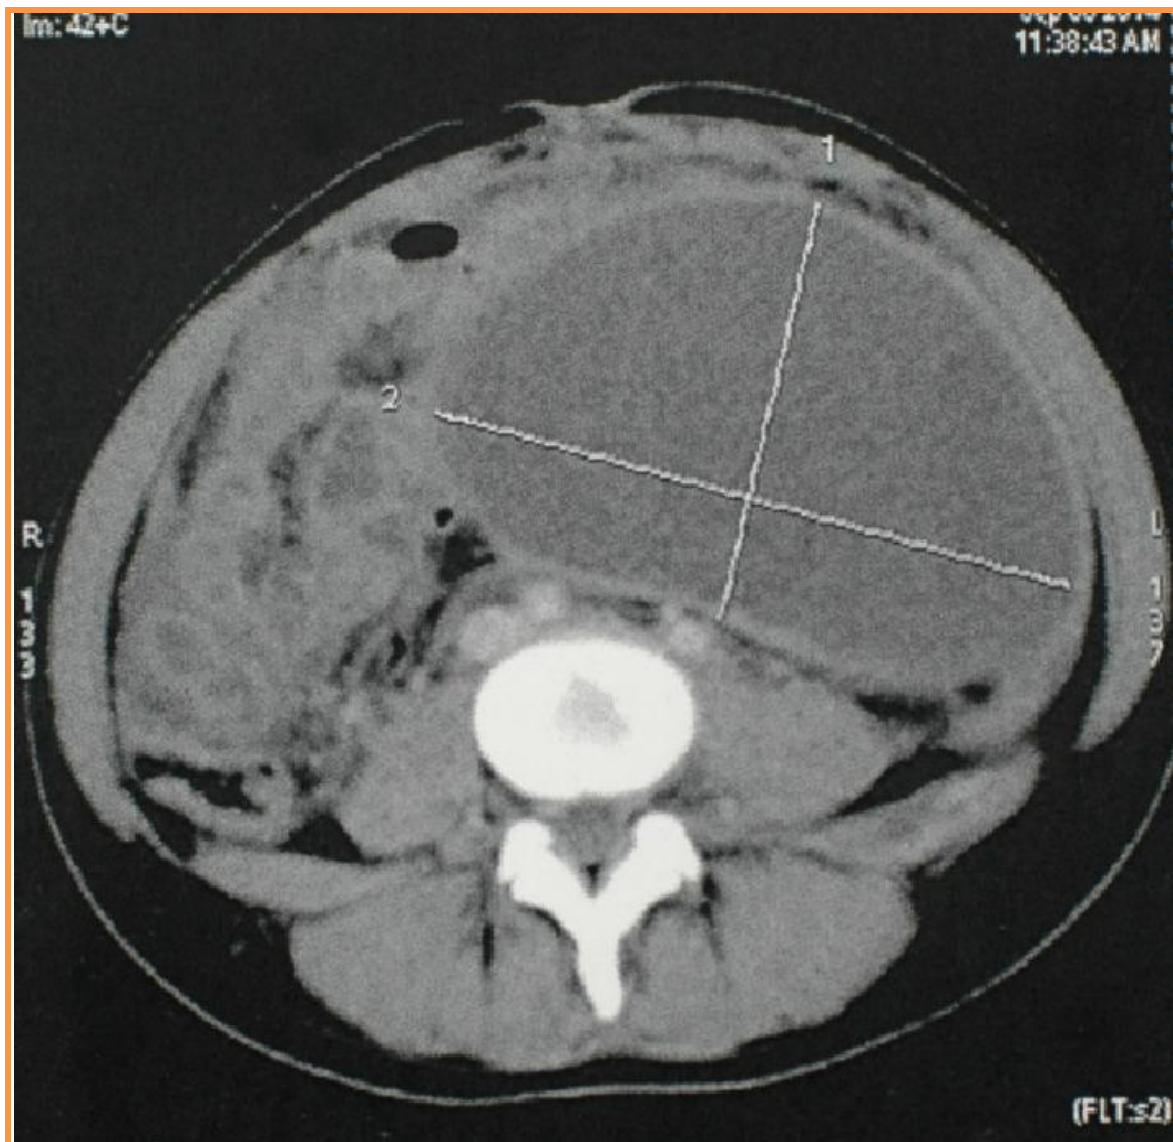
TDM abdominale en coupe transversale montrant une masse kystique péritonéale étendue au flanc gauche à paroi épaisse régulière avec ascite cloisonnée et aspect infiltré du péritoine, du grand épiploon et du mésentère (4)
